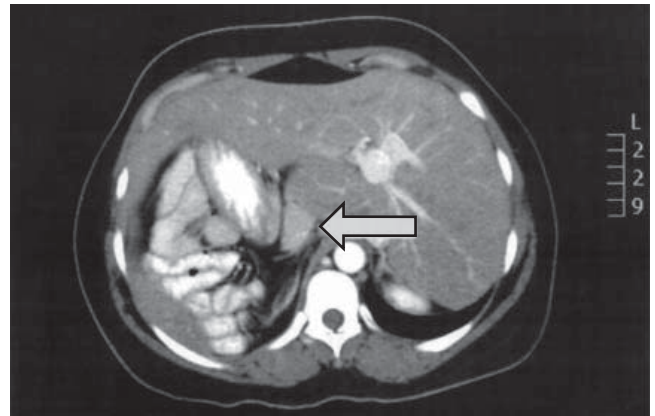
Tomografía axial computarizada donde se muestra bazo accesorio (flecha).
